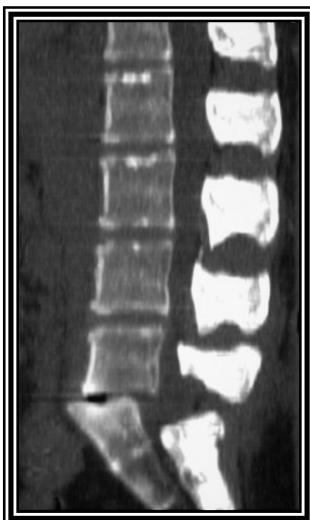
Reconstrucciones sagitales de tomografía axial computada con ventana para hueso en la cual se observa una retrolistesis de L5 sobre S1 así como luxación de la faceta articular de L5 sobre S1.
